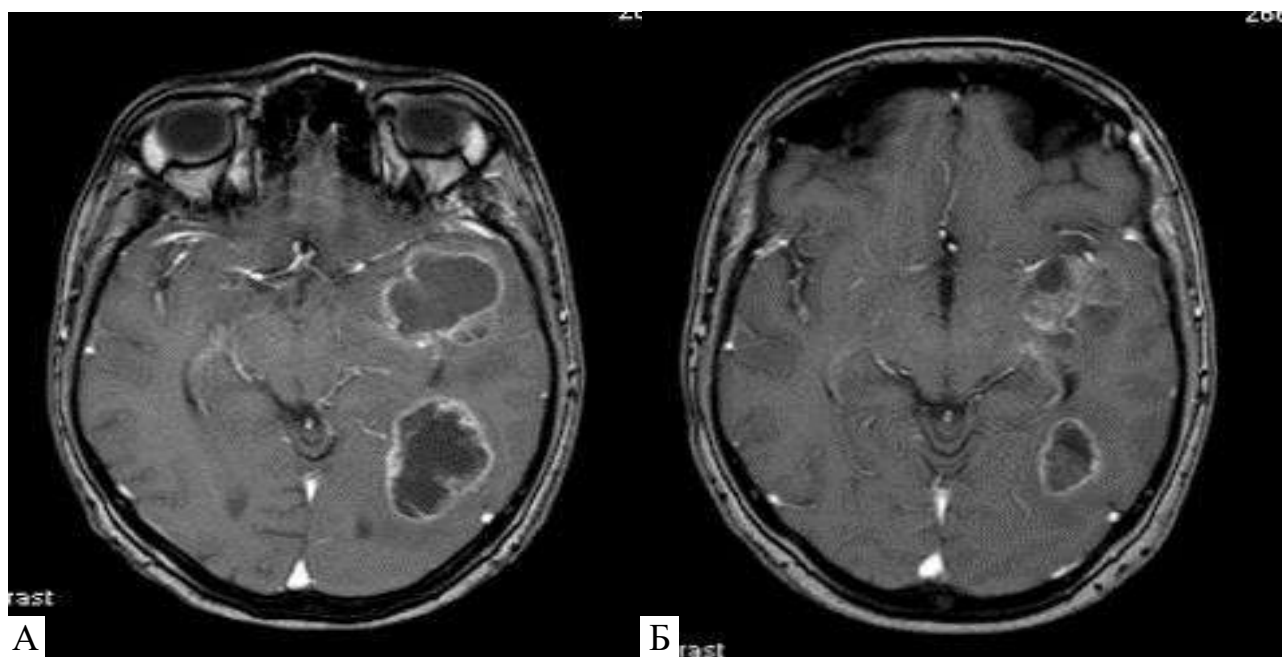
Пацієнт 58 років. У хворого була частково видалена мультифокальна гліобластома. Проведено курс хіміорадіотерапії. Через 8 місяців, за даними МРТ, виявлено рецидив ГБМ. МРТ після хірургічної часткової резекції (А). Рецидив ГБМ (Б). Часткова відповідь на СРХ через 8 місяців (В).
